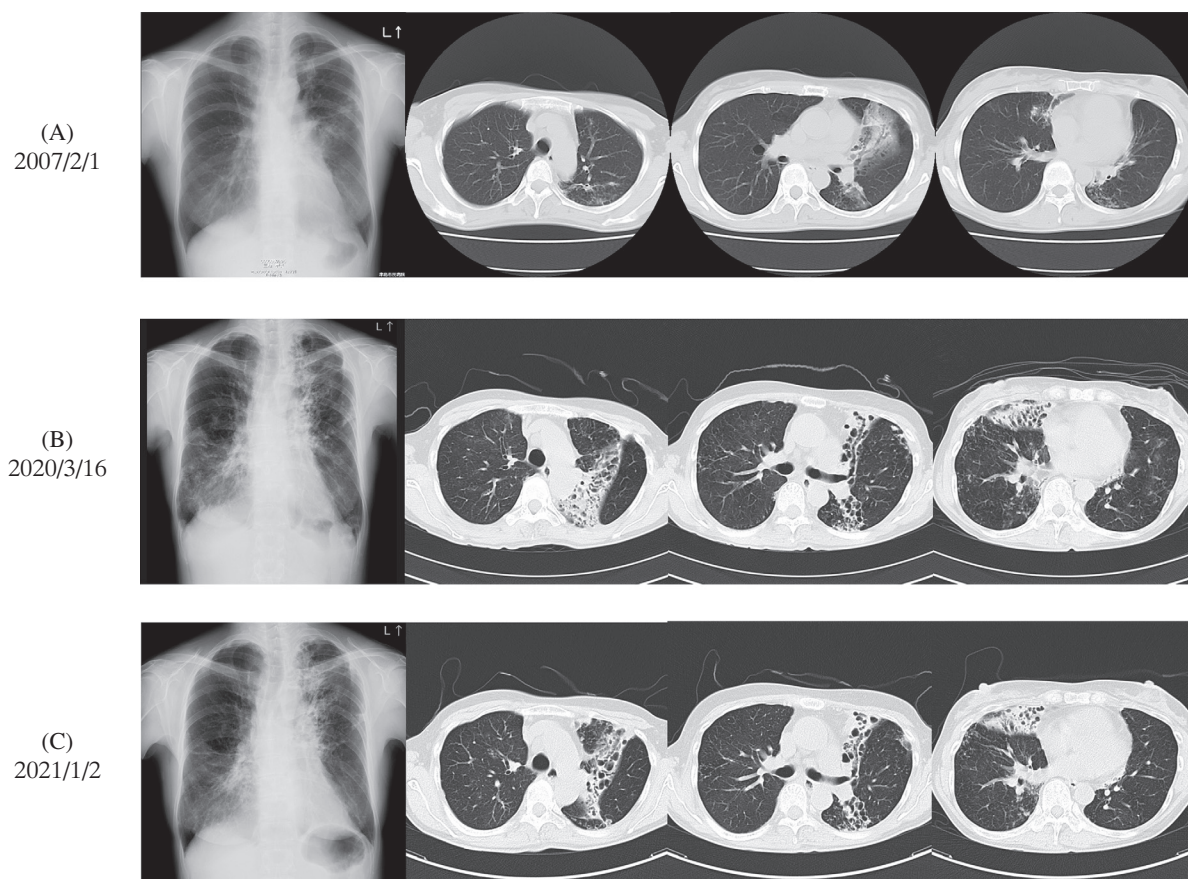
Chest X-ray and chest CT changes over time; at the first visit (2007/2/1), shadows were seen in S⁴ and S⁵ in the left upper lobe, S⁶ in the left lower lobe, and S⁵ in the right middle lobe (A). After that, the shadow gradually spread to the entire left upper lobe and to the entire right middle lobe. Bronchiectasis, consolidation around it, and overall volume loss progressed (B)(C).
